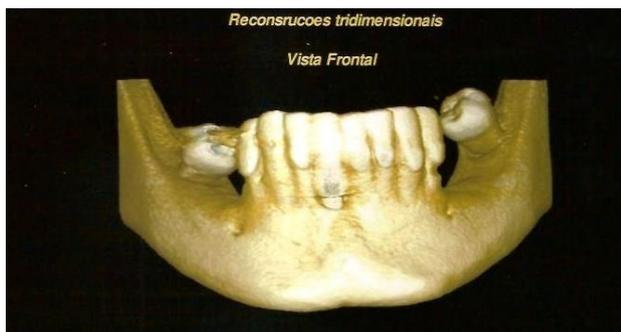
Análise de tomografia de mandíbula atrófica vista frontal.
